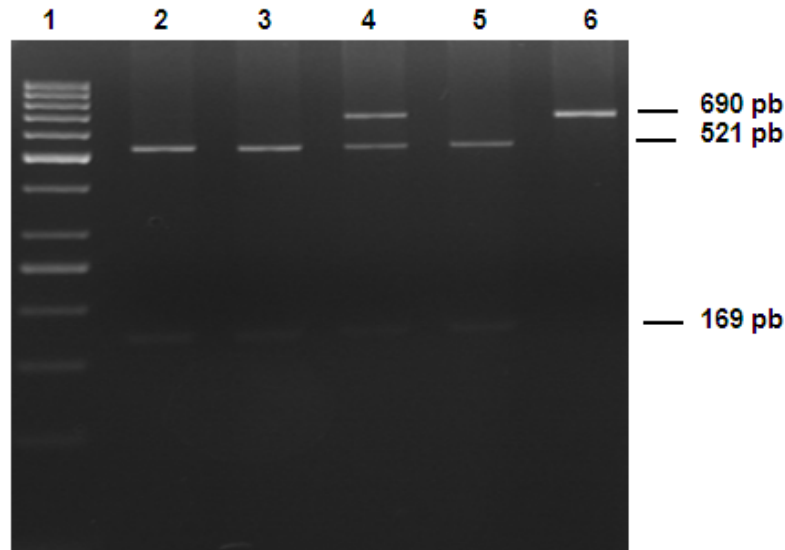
Electroforese em gel de agarose a 3% de fragmentos de PCR-RFLP do CYP2C9*2. Linha 1 - Marcador B, linhas 2, 3 e 5 - homocigóticos CC; linha 4 - heterocigótico CT; linha 6 - homocigótico TT.
